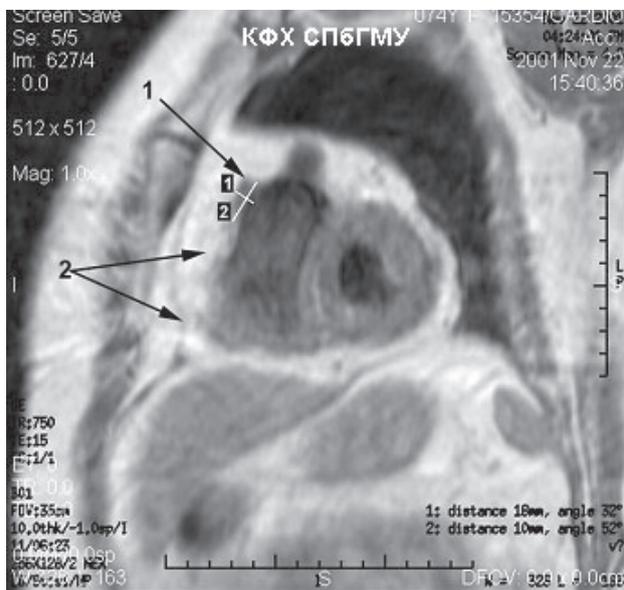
МРТ пациента с диффузной формой АДПЖ. Аневризма в верхней трети правого желудочка (1); жировое замещение миокарда правого желудочка (2) (собственное наблюдение)
